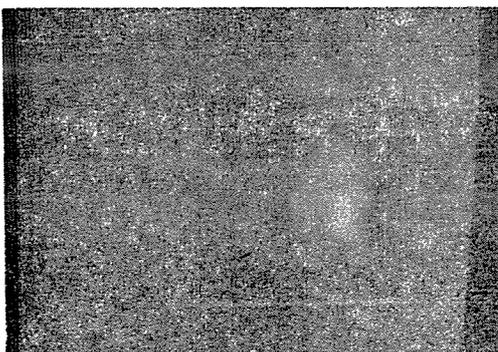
X-ray picture taken buccolingual direction
